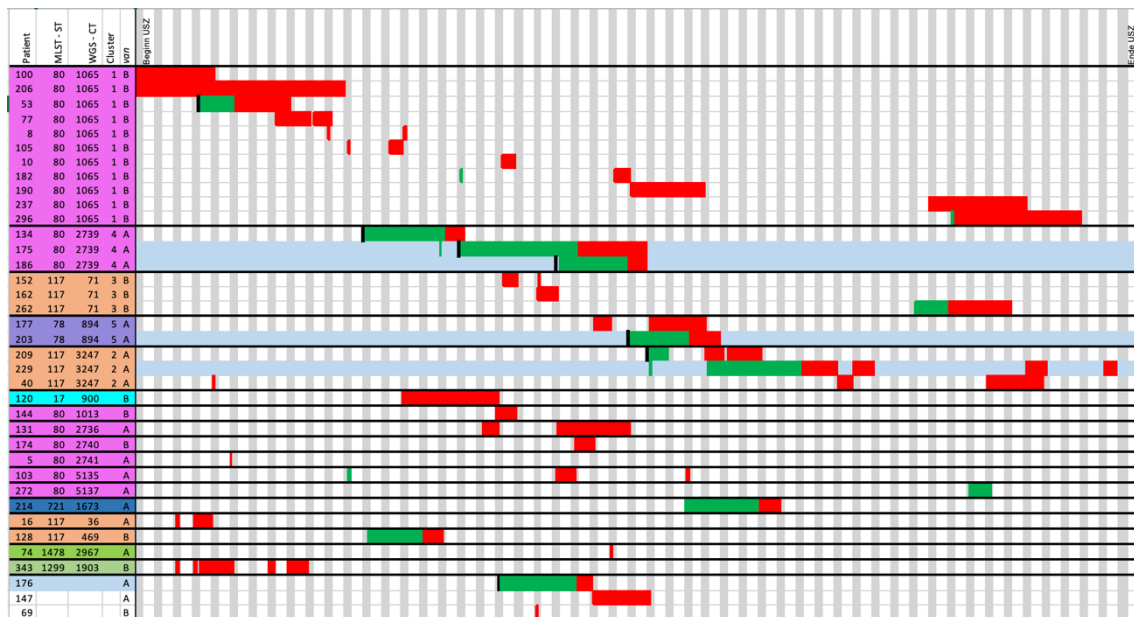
Ausschnitt der Linelist der Station 92. Abgebildet sind die stationären Aufenthalte der auf dieser Station erfolgten Erstdiagnosen im erfassten Zeitraum sowie zeitgleich stationäre bekannte VRE-Träger. Dies unter Angabe des ST, des CT, des Clusters sowie des Resistenzgens. Nachgewiesene Transmissionen sind blau eingefärbt (n = 4). Die Proben von drei Patienten standen nicht zur Sequenzierung zur Verfügung.
